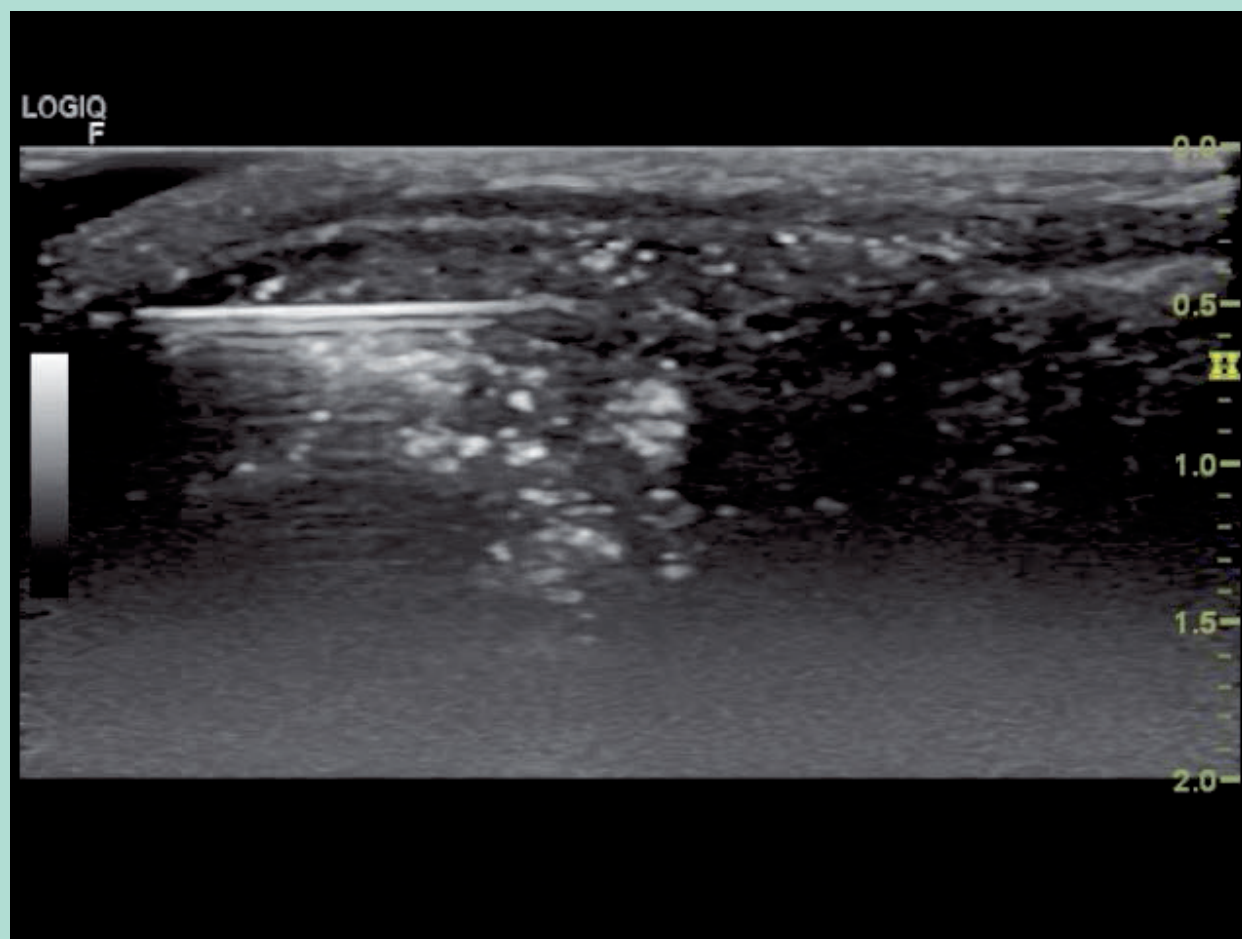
Aspect échographique durant une séance d'injection de PRP intracaverneux.
